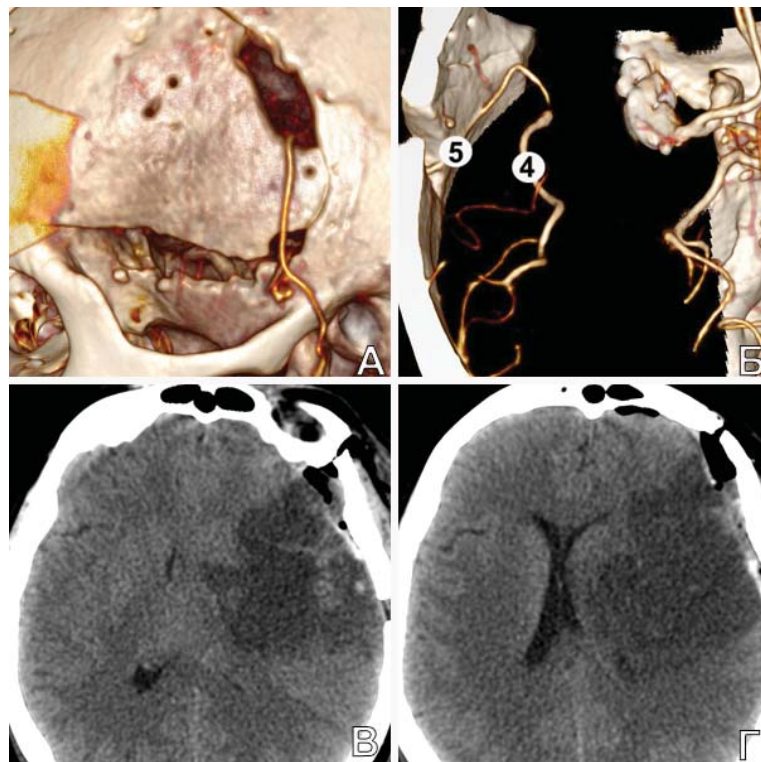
Послеоперационные исследования у пациентки Д., 58 лет. А. КТА (3D) скальпа: контрастируется только одна ветвь ПВА; Б. КТА (3D) головы: из ПВА (5) заполняется височный М2-сегмент (4). Другие М2-ветви не видны (тромбированы); В, Г. КТ головы: определяется большой очаг ишемии в лобно-теменной области слева
